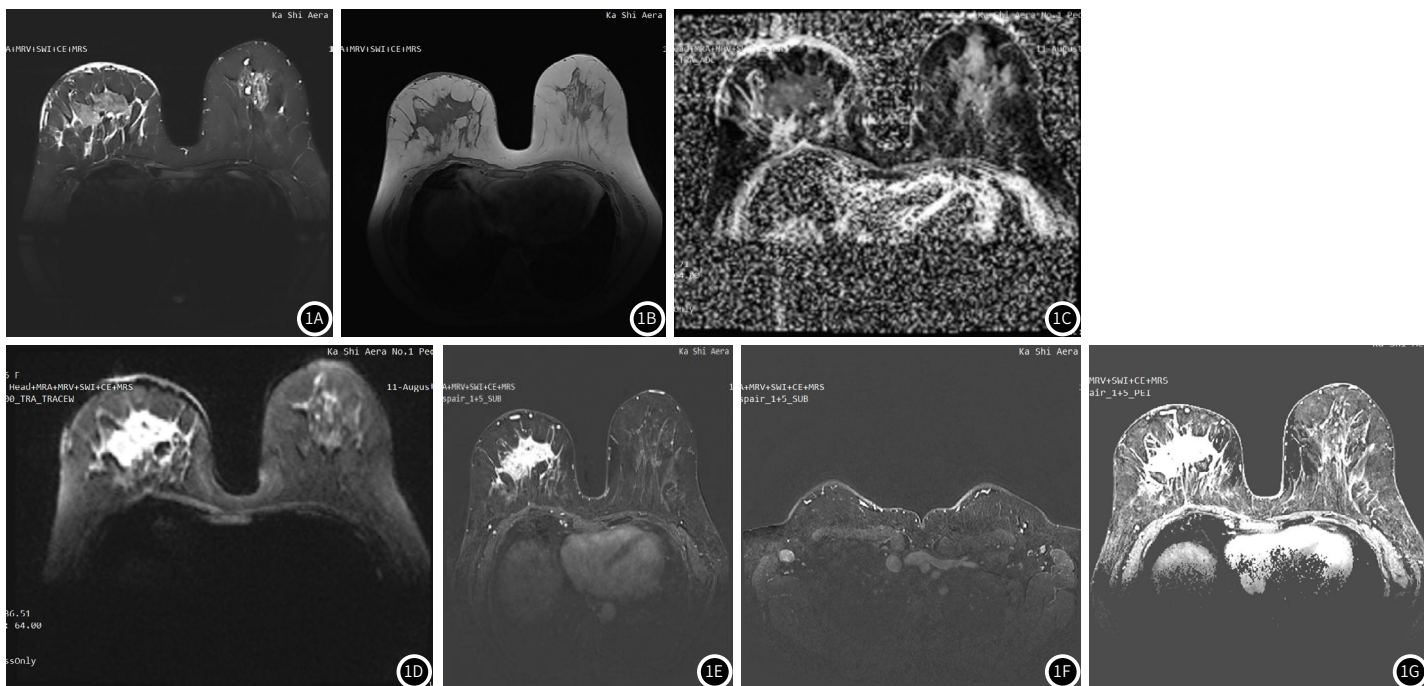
患者MRI扫描图,女性患者,38岁,Luminal A型(右侧)。图1A: T2WI压脂图显示病灶呈不规则等高信号表现,边缘毛刺,右侧乳头内陷,乳晕皮肤增厚;图1B: T1WI图显示病灶呈不规则稍低信号表现;图1C: DWI图显示病灶呈高信号表现;图1D: ADC图显示低值扩散受限表现;图1E: DCE-MRI扫描病灶呈中度不均匀强化;图1F: 右侧腋窝淋巴结转移;图1G: 右侧乳腺导管走行区条片状异常强化灶。
